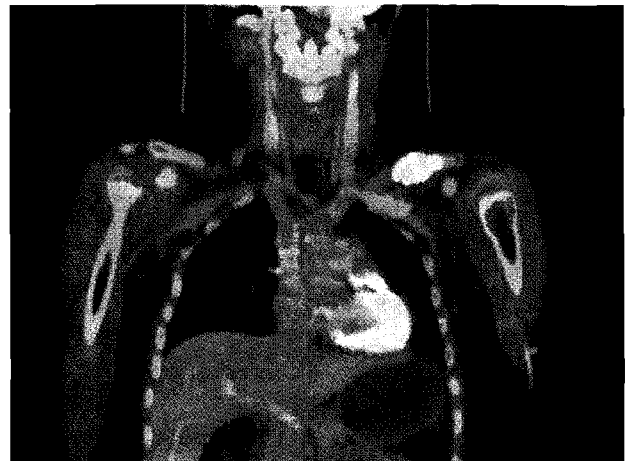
Image was obtained in a 11 year-old boy with Langerhans-Cell histiocytosis. Coronal PET/CT images show the focal hypermetabolic lesion (maxSUV=8.6) in the left clavicle.
